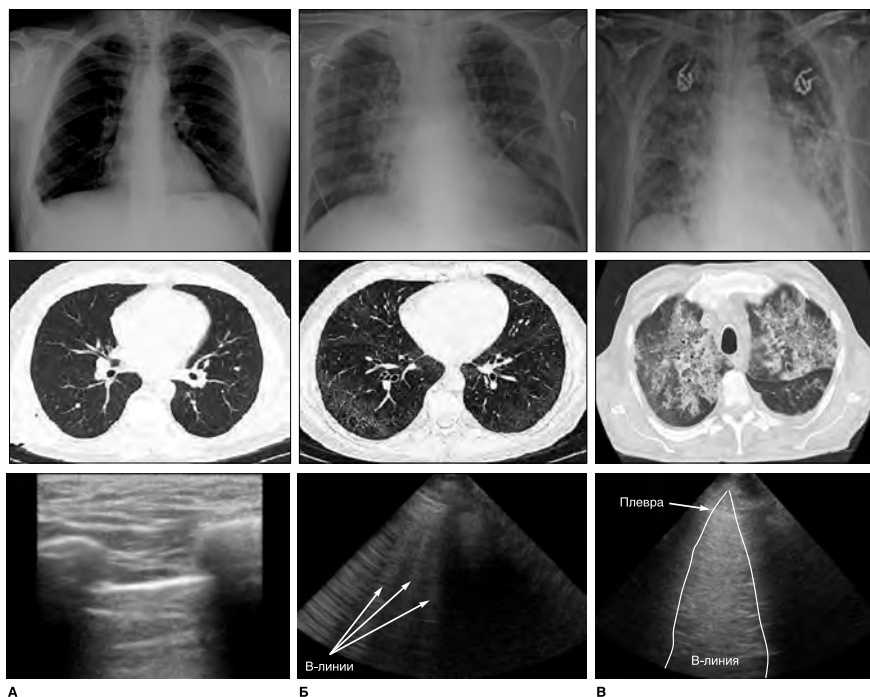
Степень инфильтрации, выявляемая при рентгенографии, КТ и УЗИ. А — «нормальное» легкое. Б — умеренно выраженная инфильтрация легких (расстояние между В-линиями у основания менее 7 мм). В — выраженная инфильтрация легких (сливные В-линии, на КТ изображается как «матовое стекло»).
